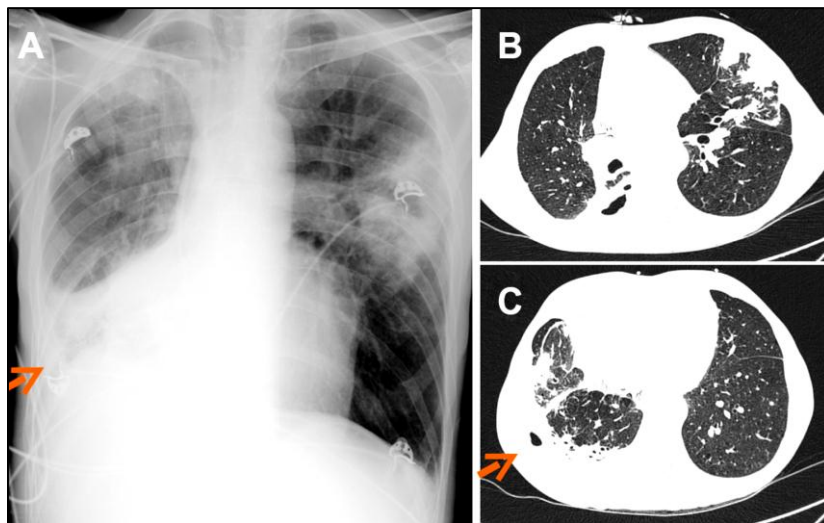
Radiografía de tórax (A) y TC de tórax (B-C) que revela neumonía multifocal debido a *Actinomyces viscosus*. Nota: Las flechas indican el tracto sinusal de la pared torácica.⁶
